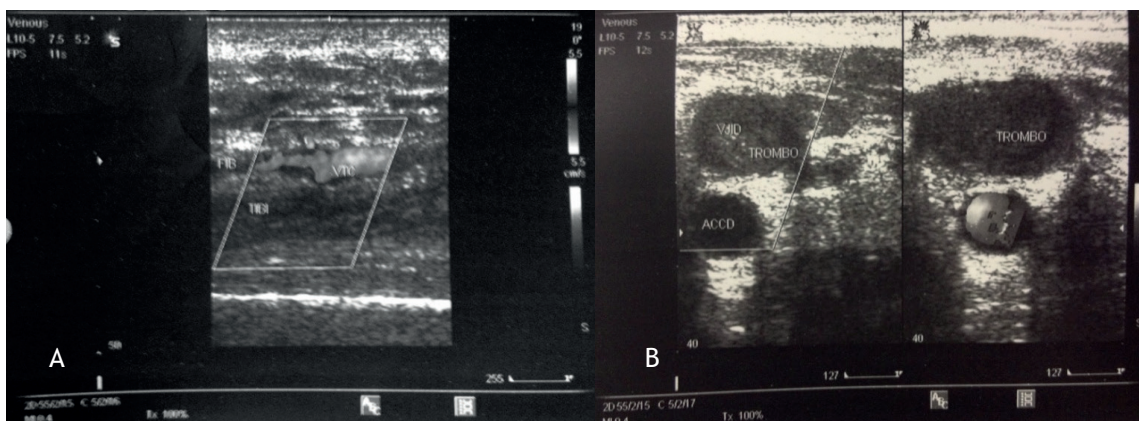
Eco Doppler venoso de membro inferior direito: trombose em sistema tibial profundo e poplíteo distal. Figura 2B: USG de região cervical: trombo em jugular interna direita.
